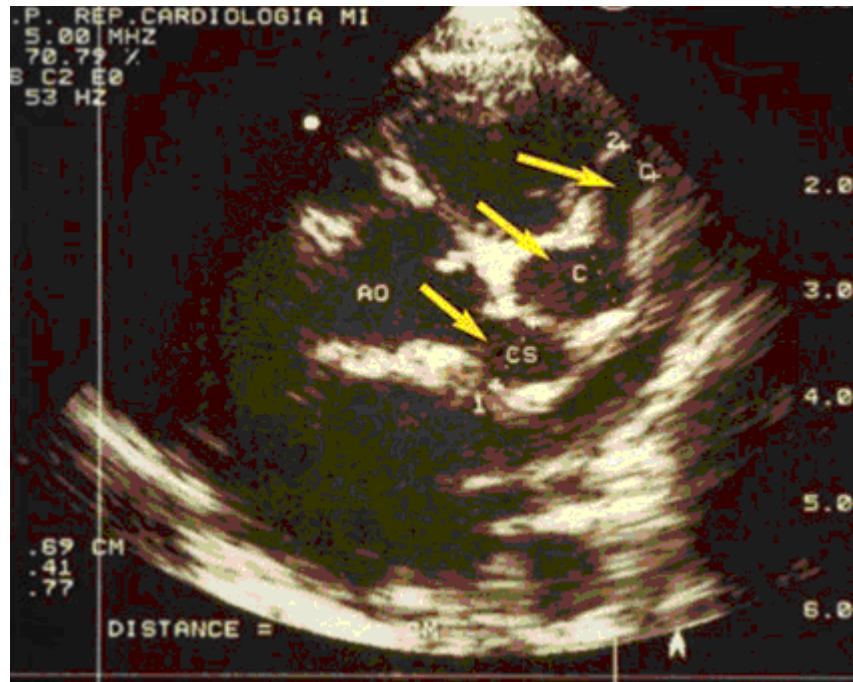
échocardiographie d'un enfant atteint d'un syndrome de Kawasaki et anévrismes coronaires (flèches).
